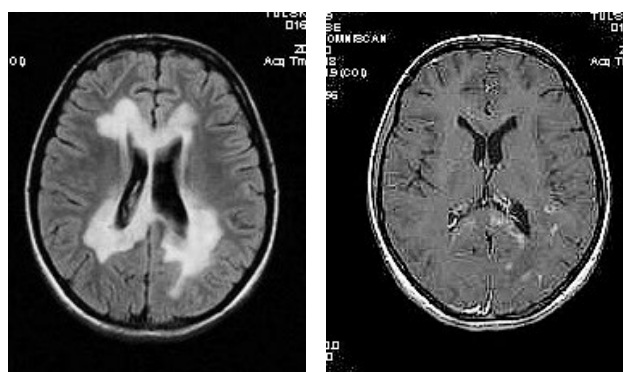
МР-томограмма пациентки Т., 11 лет. Диагноз: диссеминированный лейкоэнцефаломиелит, боррелиозной этиологии.
